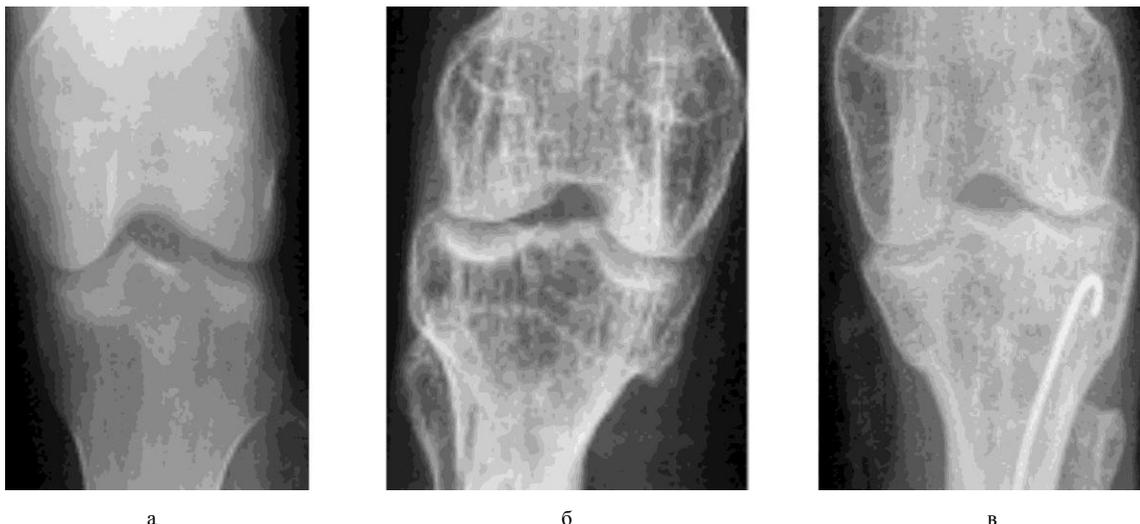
Рентгенограммы коленных суставов пациентов с диафизарным дефектом большеберцовой кости (приведена только область коленного сустава)
